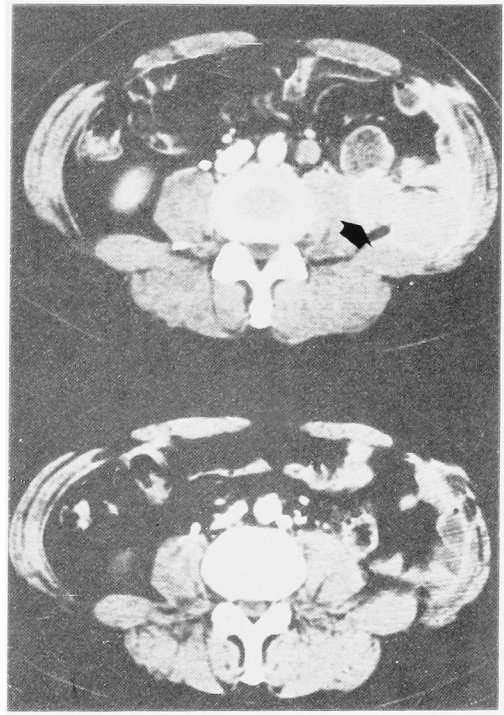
The CT-scanning views of case 9 before and after the treatment with VPM-CisCF (II) chemotherapy. Arrow indicates the recurrent tumors in operated area. Those are almost diminished in the lower.
